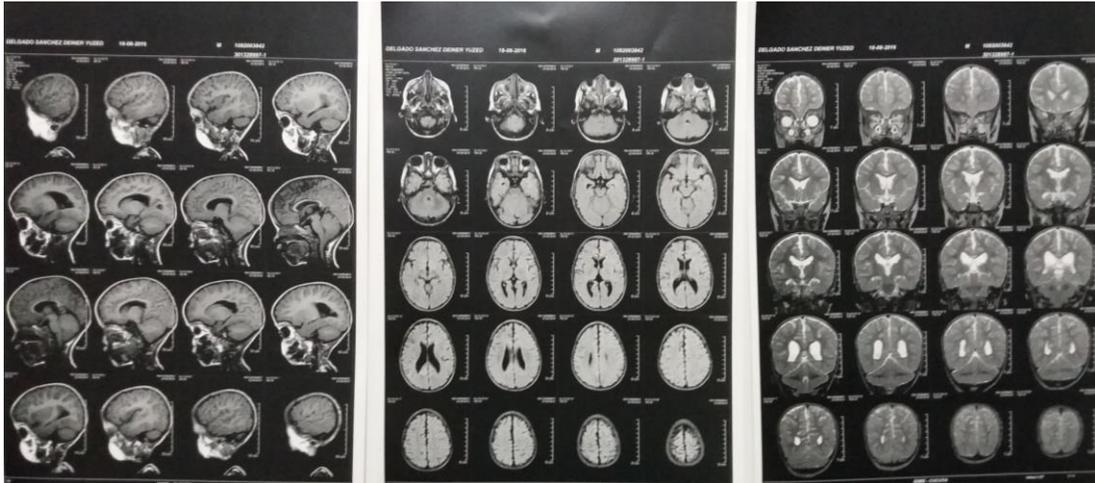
Resonancia magnética de cerebro, tomada 04 octubre 2018.
